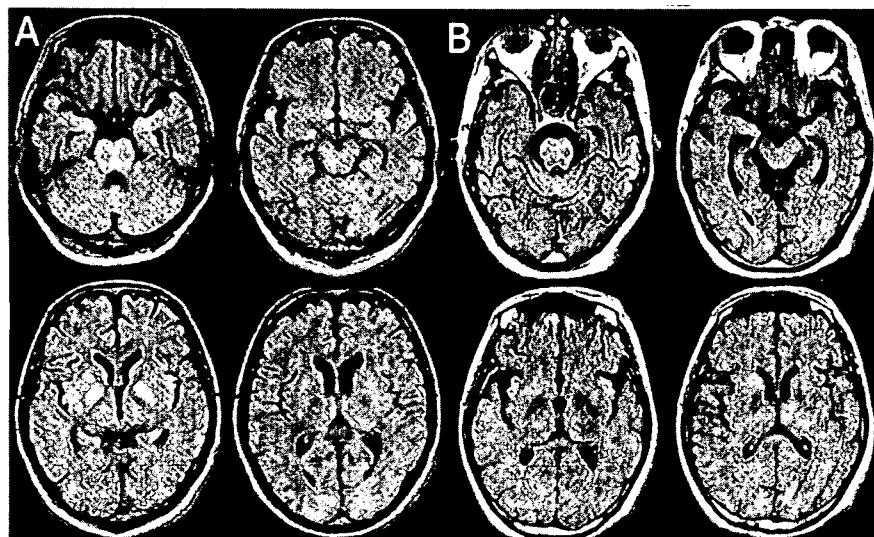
Consecutive brain MRI. A: MRI on admission showing FLAIR hyperintensities in pons, bilateral globus pallidi, medial thalamic nuclei, pulvinars, and medial temporal lobes (TR: 9999.00 ms, TE: 105.00 ms). These abnormalities did not enhance with gadolinium. B: MRI FLAIR images (TR: 8002.00 ms, TE: 146.12 ms) obtained 10 months after the onset of neurological symptoms. Residual FLAIR hyperintensities are present in bilateral middle cerebellar peduncles, pons, and thalamic pulvinars. Brainstem and globus pallidi are atrophic.
